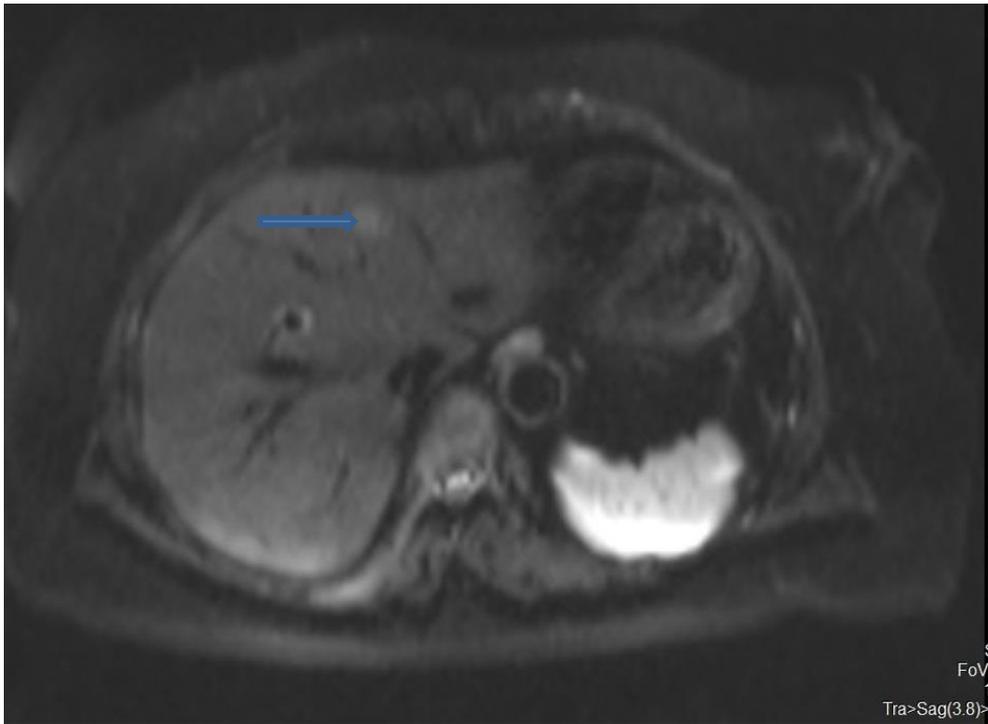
МРТ. Метастаз пухлини ПЗ в печінку.
